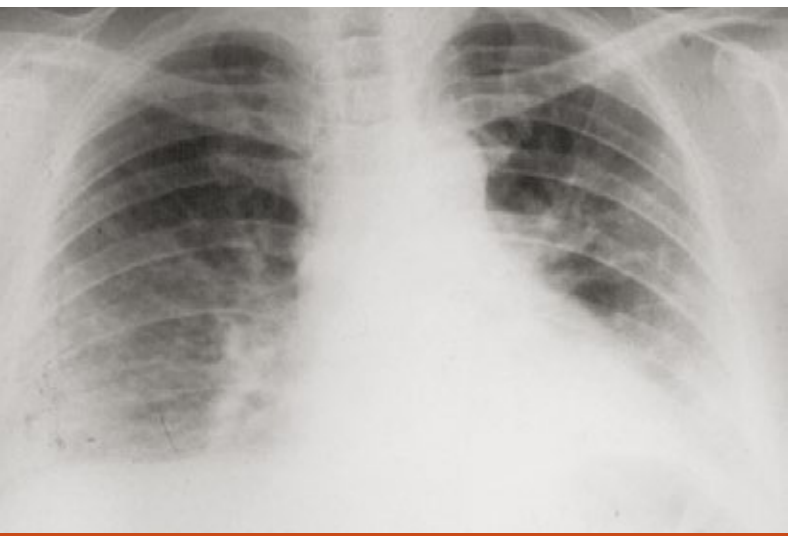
Radiografía de tórax compatible con enfermedad intersticial.
